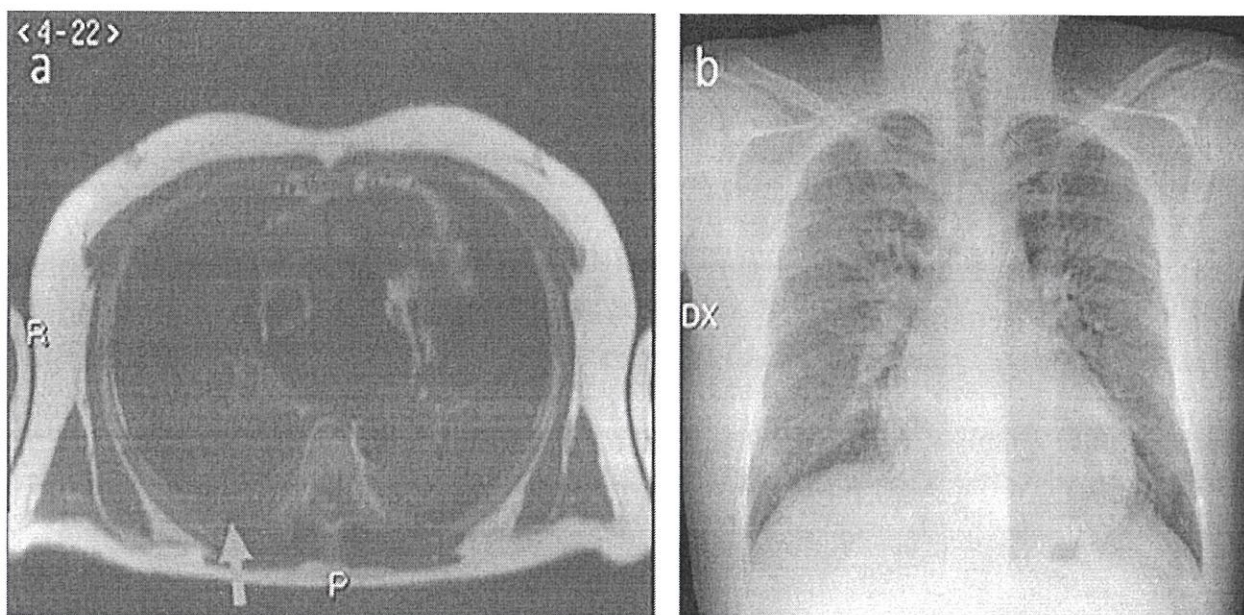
МРТ (слева) и обзорная рентгенография легких (справа). Мужчина, 32 года, имеется плевральный выпот преимущественно в правом легком, определяемый на МРТ (синяя стрелка, рис. а), на рентгенограмме грудной клетки выпот не визуализируется (рис. б)
